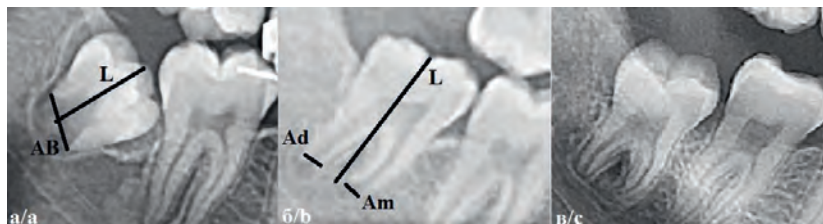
Измерения для расчета индекса третьего моляра (методика Cameriere) на рентгенограмме (ОПТГ): L – длина зуба; AB – ширина; Am-ширина медиального корня; Ad-ширина дистального корня
